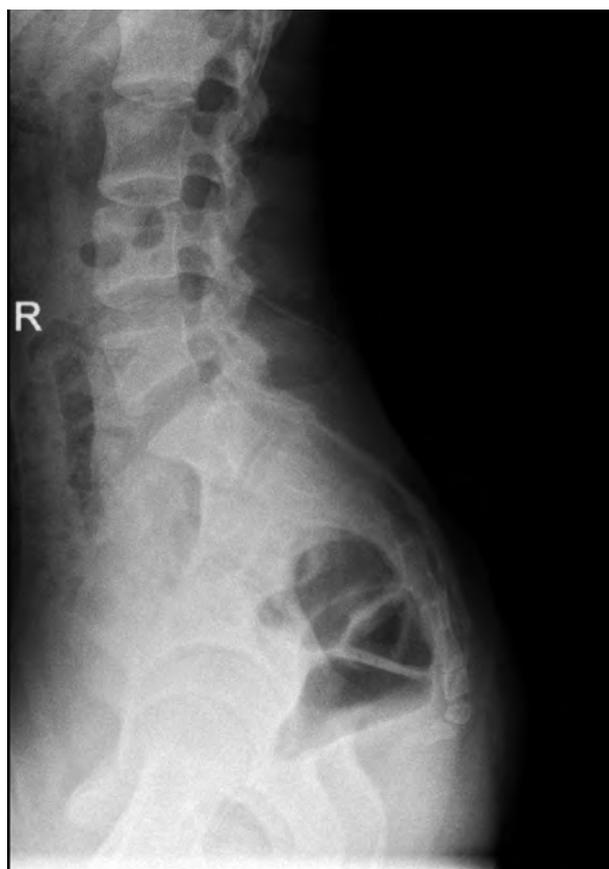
Пациентка Ж., 14 лет. Боковая рентгенограмма крестцово-копчиковой области. Визуализируется травматическая деформация копчикового отдела позвоночника.
